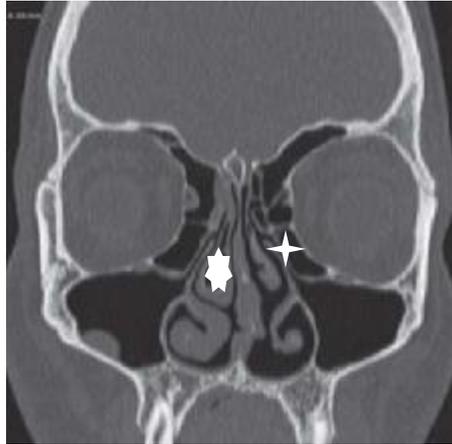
Coupe TDM coronale : cellule de Haller des deux côtés, concha bullosa droite [27]
